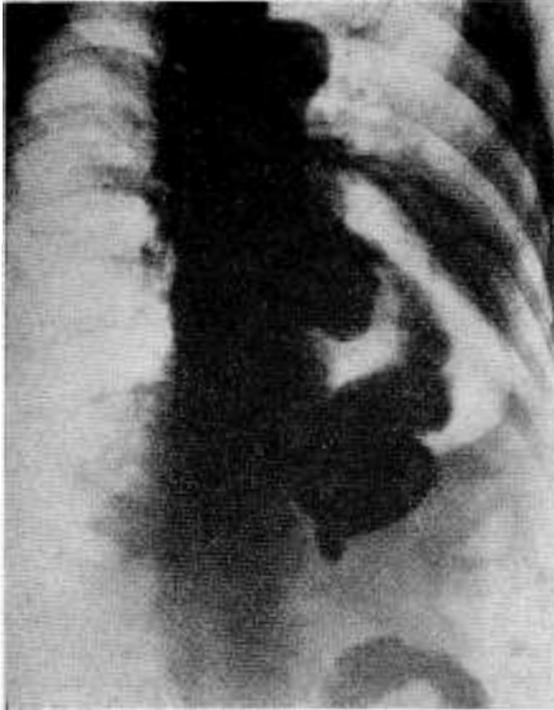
Radiografía contrastada con barita que muestra el buen funcionamiento de la neo-boca esófago-gástrica y su situación inmediatamente debajo del cayado aórtico. La evacuación gástrica es buena.
